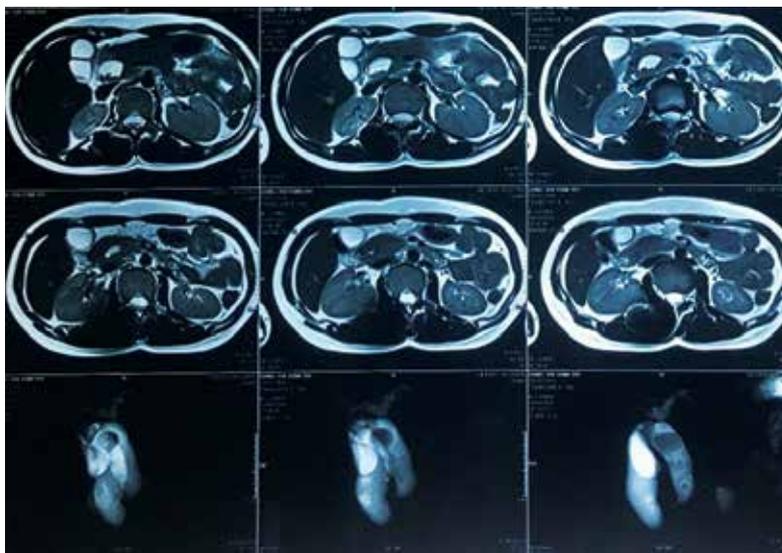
Cholangiography Magnetic Resonance Imaging
